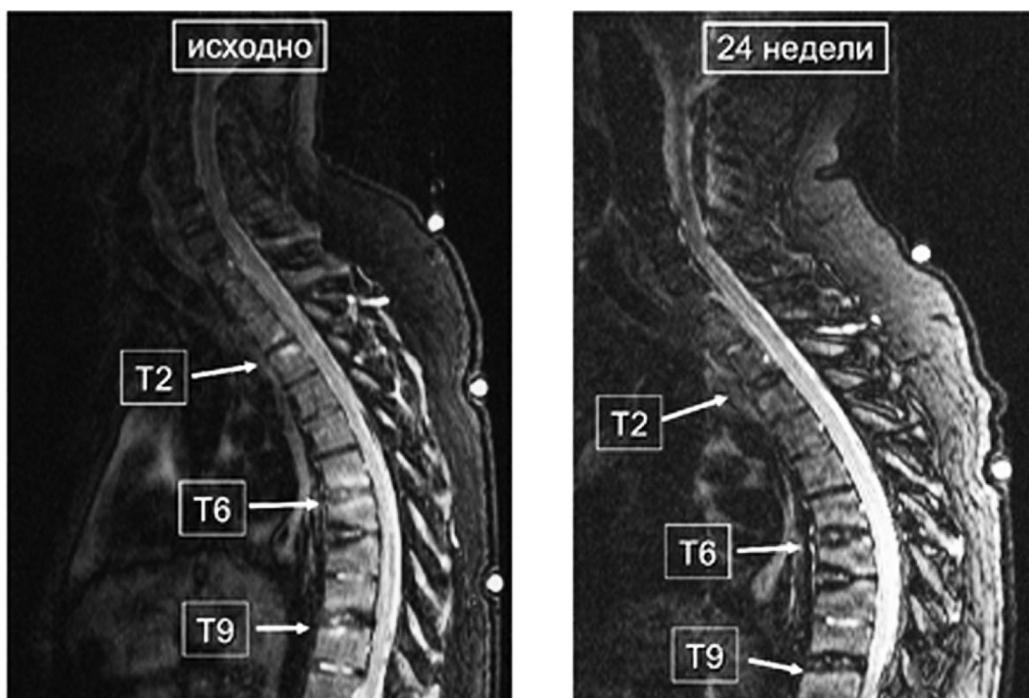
Исследование ASSERT: динамика спондилита по данным МРТ-исследования на фоне лечения инфликсимабом
